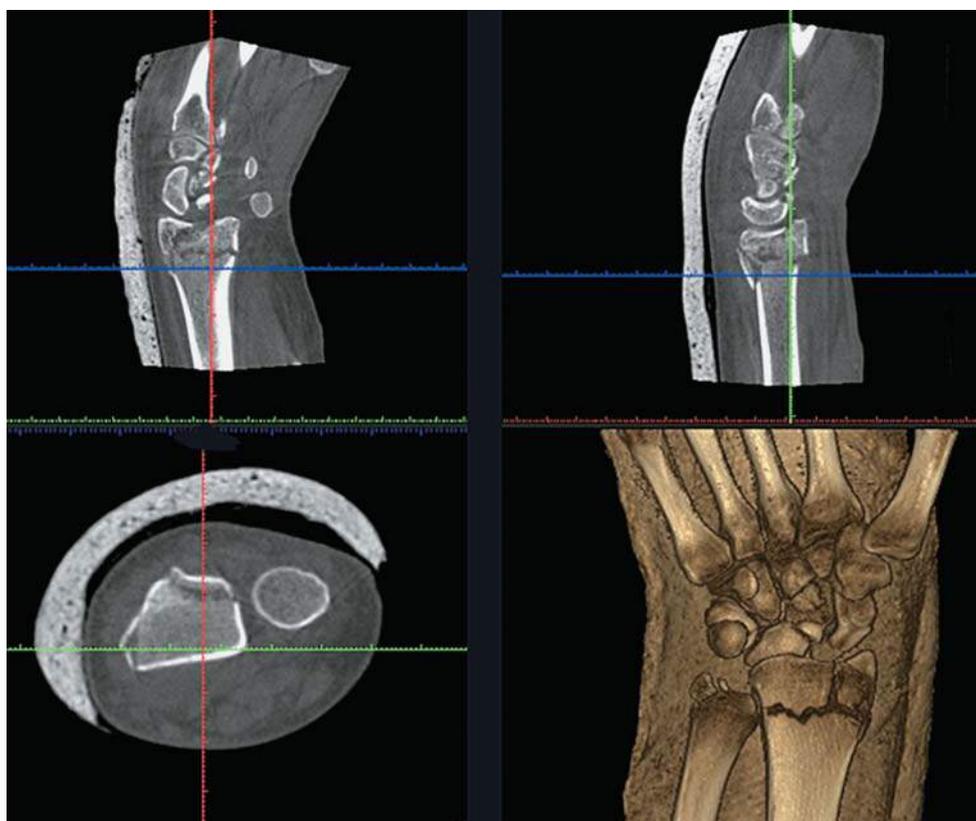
Конусно-лучевые томограммы правого лучезапястного сустава (в трех проекциях и с 3D-реконструкцией изображений), на которых определяется разгибательный многооскольчатый перелом дистального метаэпифиза лучевой кости и поперечный перелом шиловидного отростка локтевой кости с незначительным смещением отломков по ширине, фиксированные тыльной гипсовой лонгетой. Структура костей и мягких тканей четко прослеживается, артефактов от гипсовой лонгеты не отмечено.
